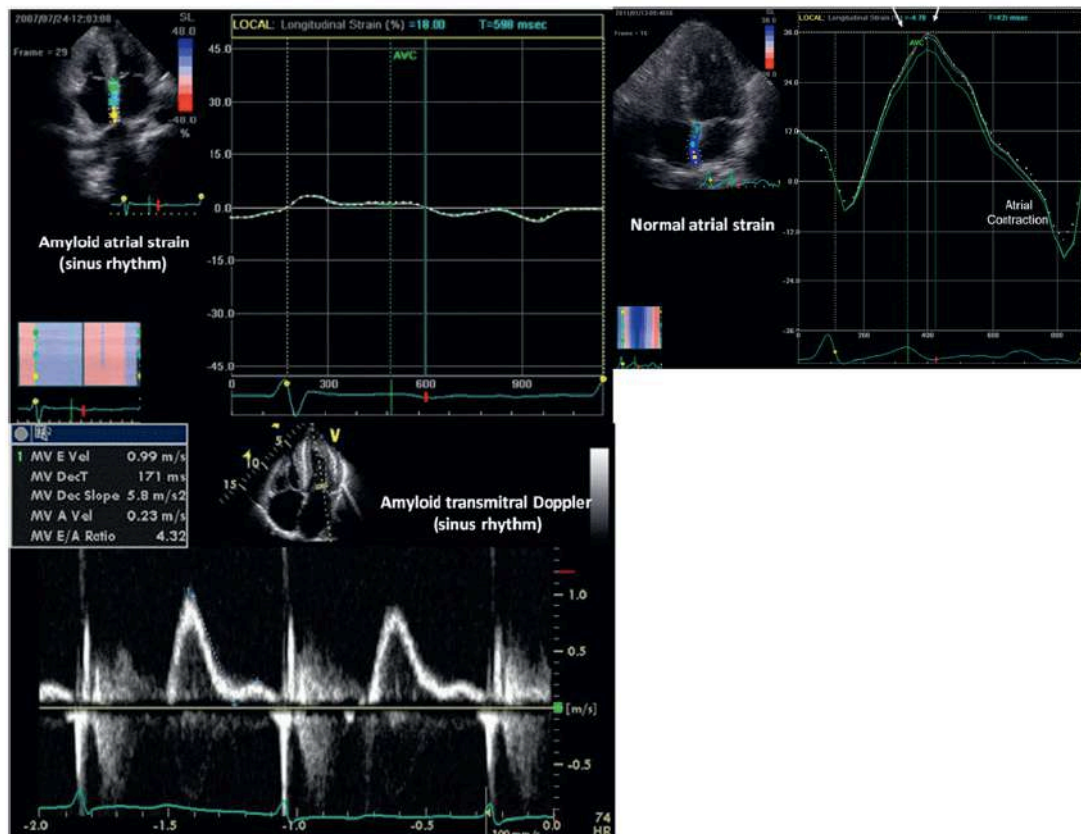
Strain auricular y doppler transmitral en amiloidosis cardiaca. Arriba: Strain auricular en amiloidosis cardiaca: mediante técnica de strain se puede observar una alteración de la función auricular pese a estar en ritmo sinusal. A la derecha tenemos un ejemplo de strain en una aurícula izquierda funcionalmente normal, con una fase de expansión durante la sístole ventricular y una fase de contracción al final de la diástole. A la izquierda tenemos el ejemplo de una aurícula enferma por depósito de amiloide, en la que se observa que no hay cambios durante la sístole y la diástole. Abajo: Doppler transmitral en paciente con amiloidosis cardiaca: Se observa una onda A muy pequeña pese a un tiempo de deceleración normal. Puede ser difícil determinar si se trata de un patrón de disfunción diastólica o de un problema de la contractilidad auricular, o una combinación de ambos. Adaptado de referencia (20).
